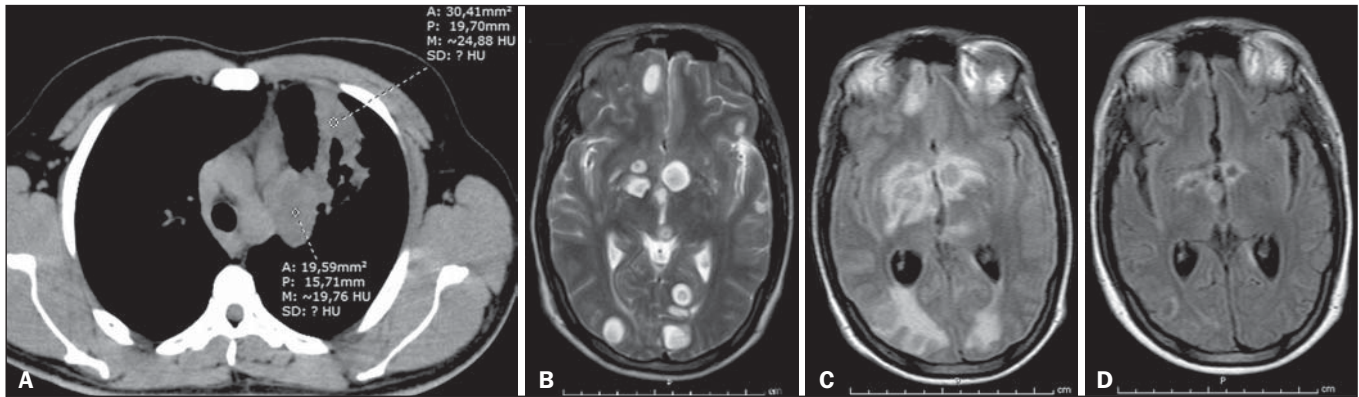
A: TC do tórax, corte axial, mostrando no lobo superior do pulmão esquerdo consolidação com broncograma aéreo e opacidade hilar parcialmente arredondada, ambas apresentando áreas hipodensas. B: Primeira RM do crânio, sequência ponderada em T2 turbo spin-eco demonstrando múltiplas formações arredondadas císticas de variadas dimensões esparsas pelo parênquima cerebral e cerebelar, tálamo esquerdo e regiões nucleocapsulares, determinando discreto efeito compressivo e sem sinais de edema significativo perilesional. C: RM do encéfalo, sequência FLAIR, realizada cinco semanas após início da terapia com fluconazol e restauração de alimentação adequada, mostrando intenso edema vasogênico perilesional indicando processo inflamatório reacional, quase ausente no início do tratamento, devido a imunidade deficitária. D: RM do encéfalo, sequência ponderada em FLAIR, realizada em vigência da corticoterapia (cinco semanas após início) e com manutenção do tratamento com fluconazol, mostrando regressão significativa do edema em torno das lesões encefálicas, bem como de suas dimensões.
